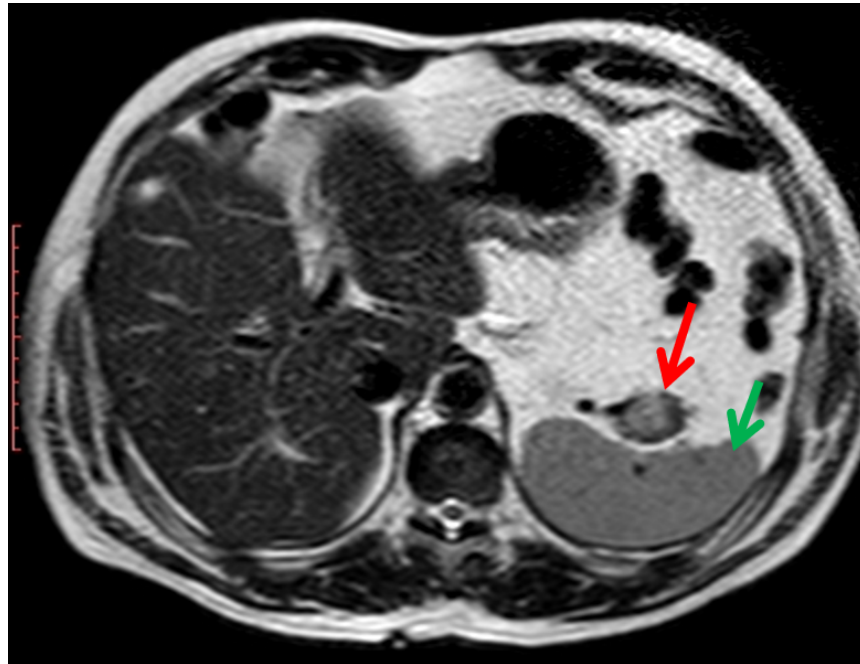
RM ponderada em T2, com auxílio de contraste, revelando imagem nodular na cauda pancreática (seta vermelha), exibindo sinal e padrão de realce semelhante ao baço (seta verde), sinal heterogêneo, moderadamente hiperintenso em comparação ao pâncreas, mais provavelmente relacionada a baço acessório intrapancreático.
